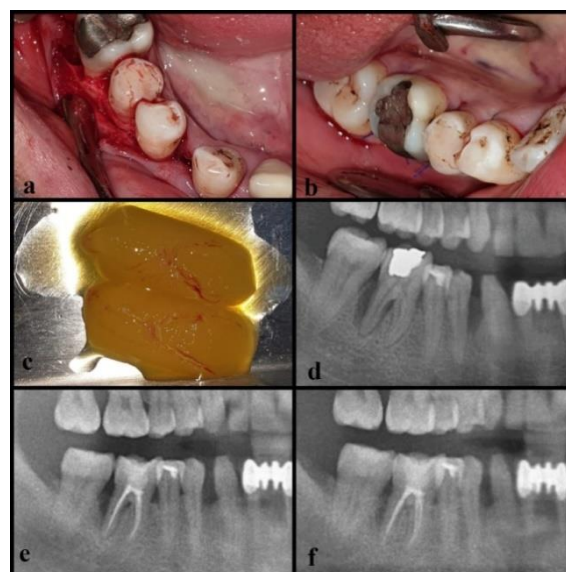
a) Flap release, b) Suturing directly post-operative, c) L-PRF, d) Pre-operative radiograph, e) Seven months post-operative radiograph, f) Two years post-operative radiograph showing complete healing and bone formation in the mesial defect of tooth #44 and also a bone formation in the distal defect of tooth #46.
